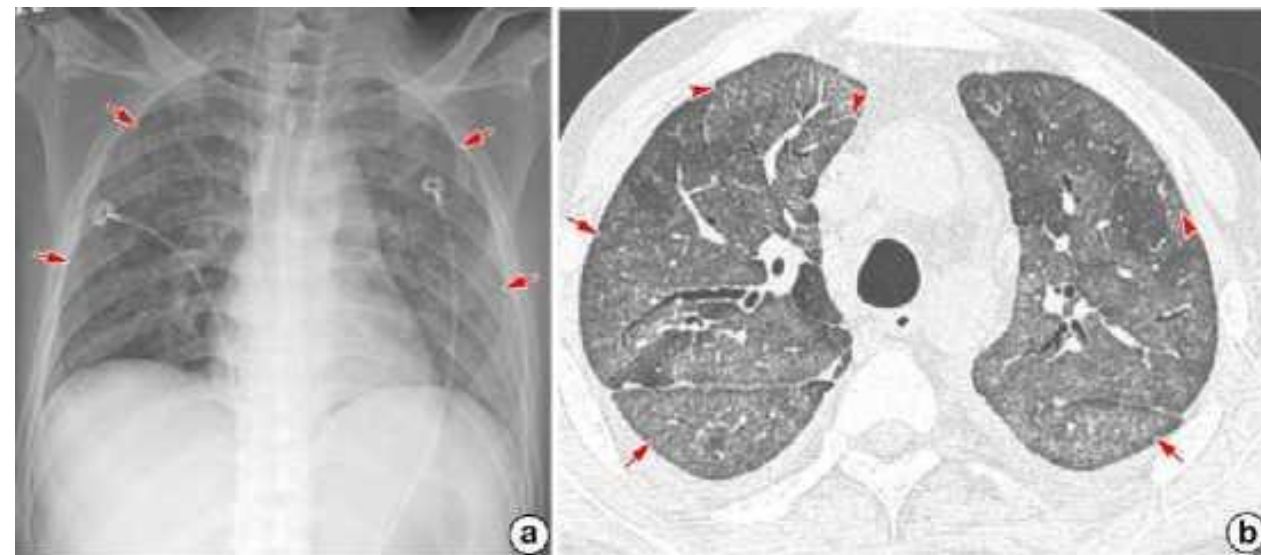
图b：67岁H7N9流感患者，CT显示广泛GGO和散发性小叶中心结节。
